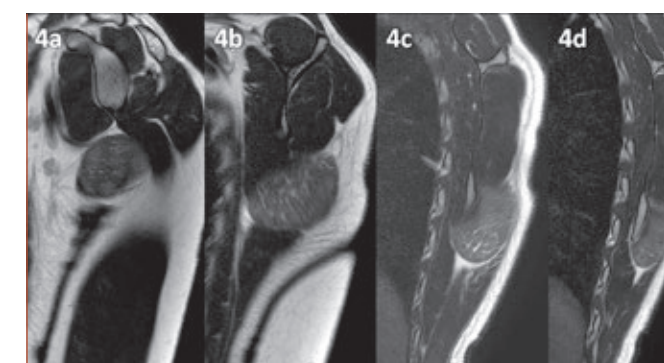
(a-d)': Imagens de RM no plano sagital da cintura escapular na ponderação T2 mostrando edema difuso no músculo redondo maior (setas amarelas).
